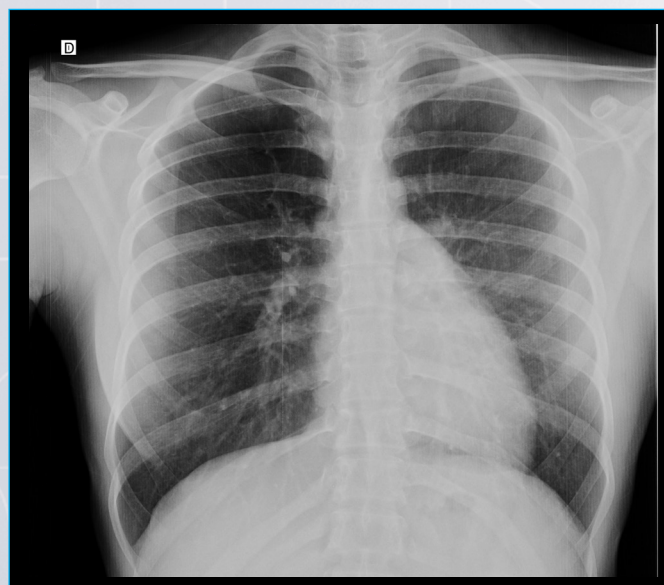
Radiografía de tórax. A: levocardia marcada, borde izquierdo aplanado, pérdida del borde derecho, prominencia de la arteria pulmonar (AP), área radiolúcida entre el botón aórtico y la AP. B: imagen sobrepuesta conocida como el «signo de Snoopy», característica de esta patología.
